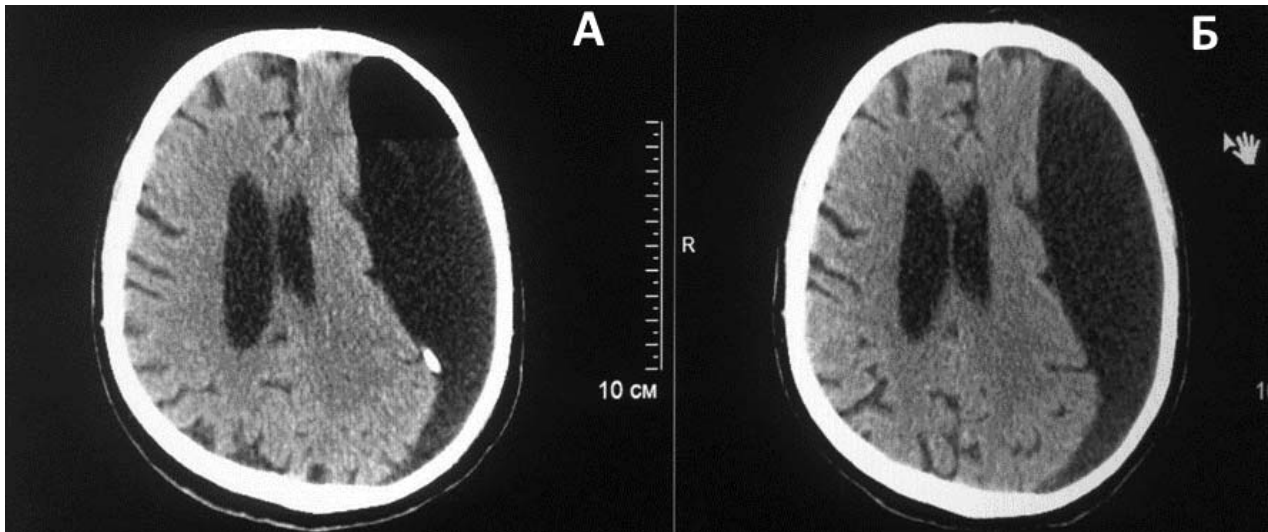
Пациент Н. Результаты КТ обозначение на рисунке: А – хроническая субдуральная гематома слева, Б – исследование через 3 месяца после операции: рецидив хронической субдуральной гематомы.
